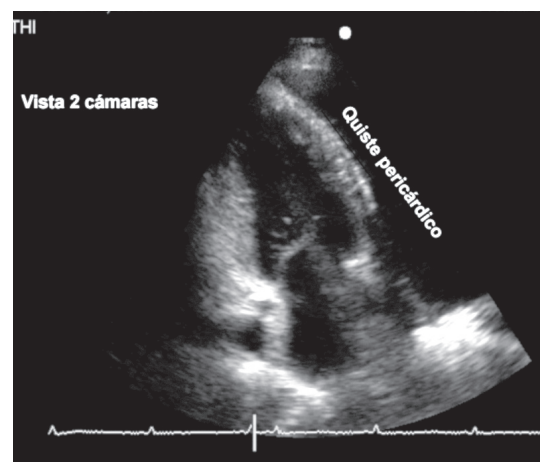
Ecocardiograma, vista 2 cámaras con imagen hipoecogénica de lado izquierdo del corazón.
